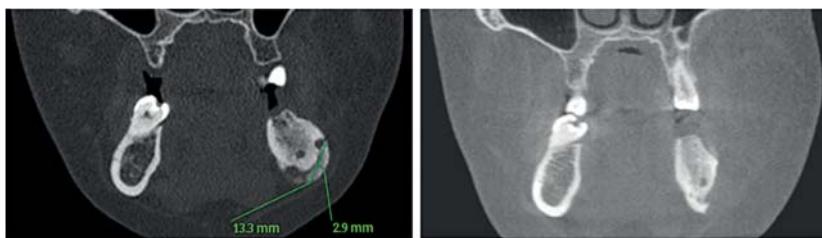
Компьютерная томография до (слева) и после (справа) проведения оперативного вмешательства
